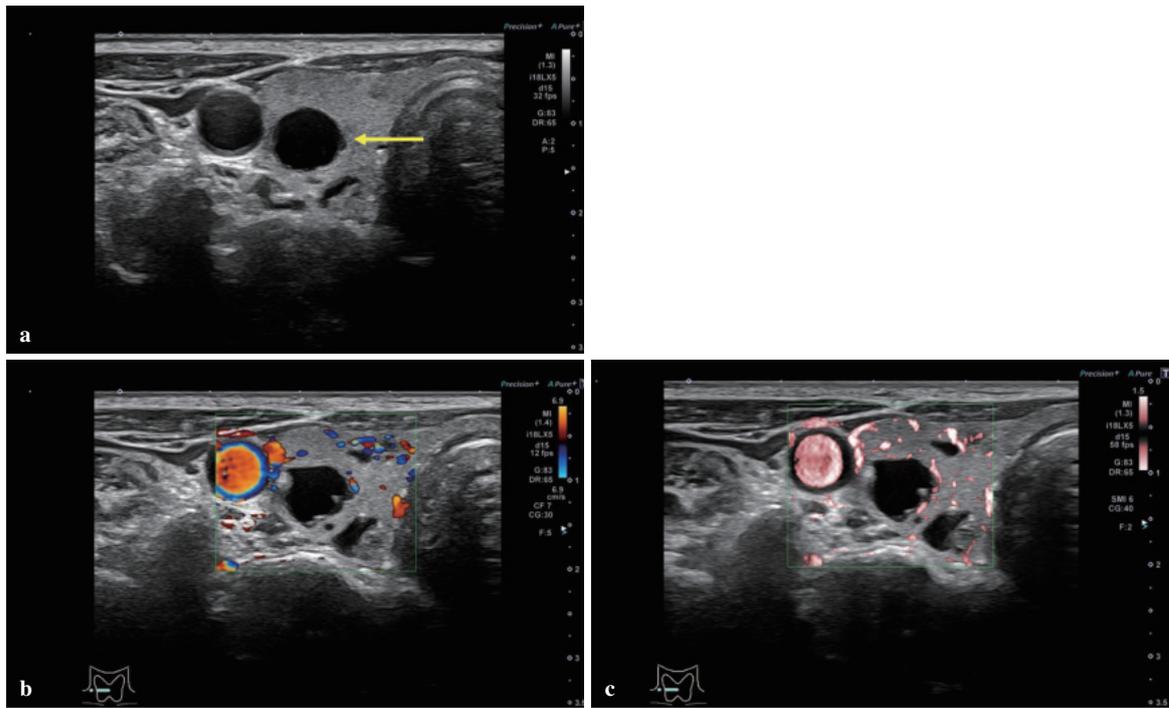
a: Bモード, 甲状腺右葉横断像. 形状整, 境界明瞭, 内部無エコーの甲状腺嚢胞を認める(矢印). b: カラー Doppler, 甲状腺右葉縦断像. 内部無エコー部分に血流を認めない. c: カラー Doppler (SMI), 甲状腺右葉縦断像. 内部無エコー部分に血流を認めない.
